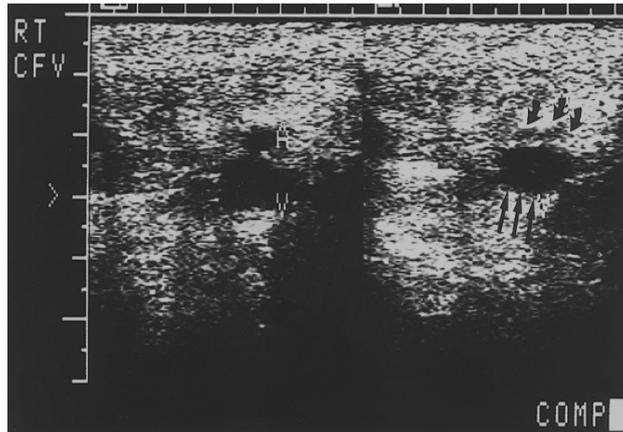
Veine avec thrombose n'est pas comprimable lors de l'examen à ultrasons.
